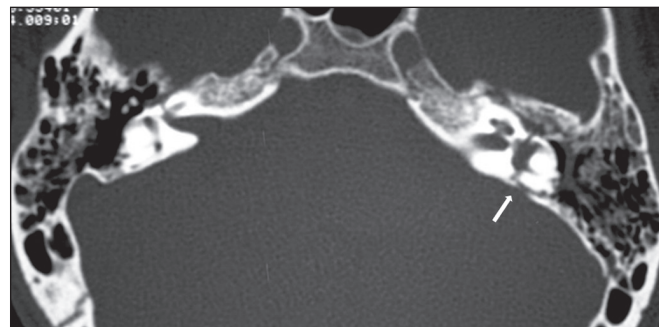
Fratura. TC, janela óssea, corte axial demonstrando traço de fratura transversal à esquerda (seta), havendo comprometimento translabiríntico.
